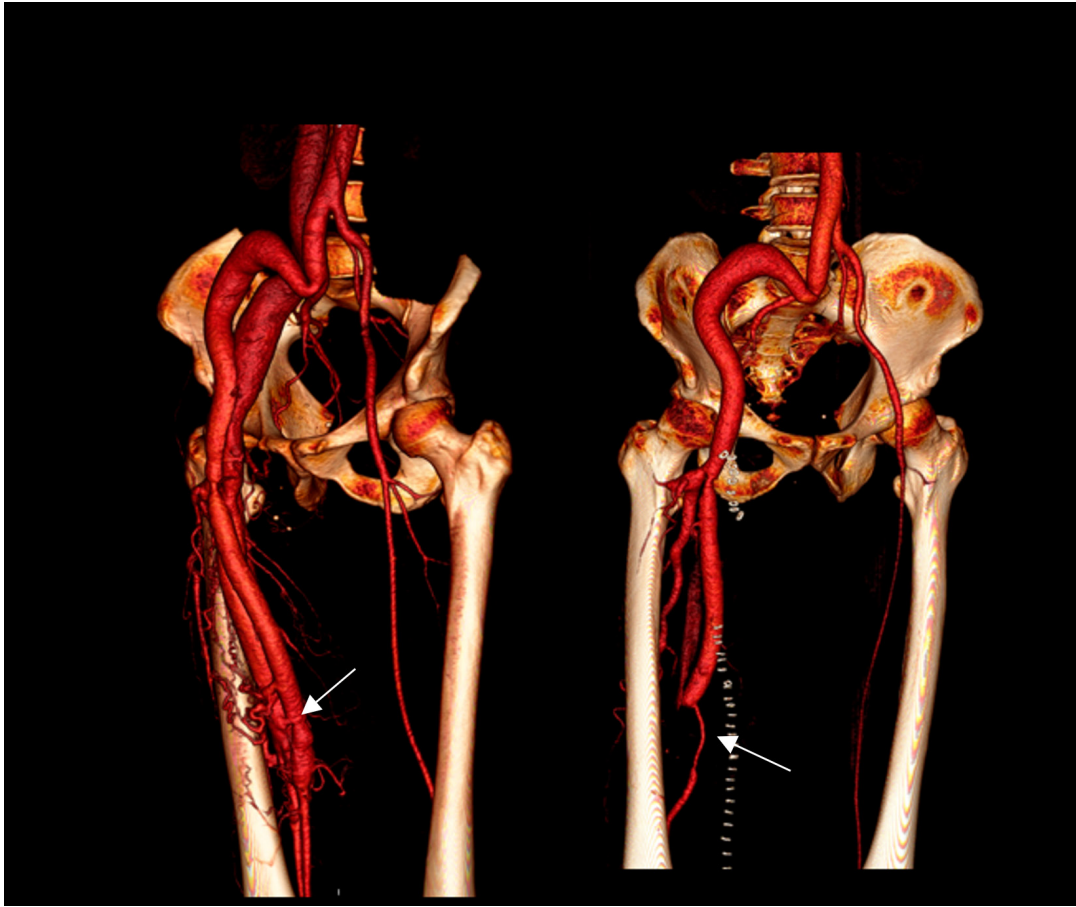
Angiotomografía de miembro inferior derecho con reconstrucción 3D, pre y post confección de puente femoro-femoral
